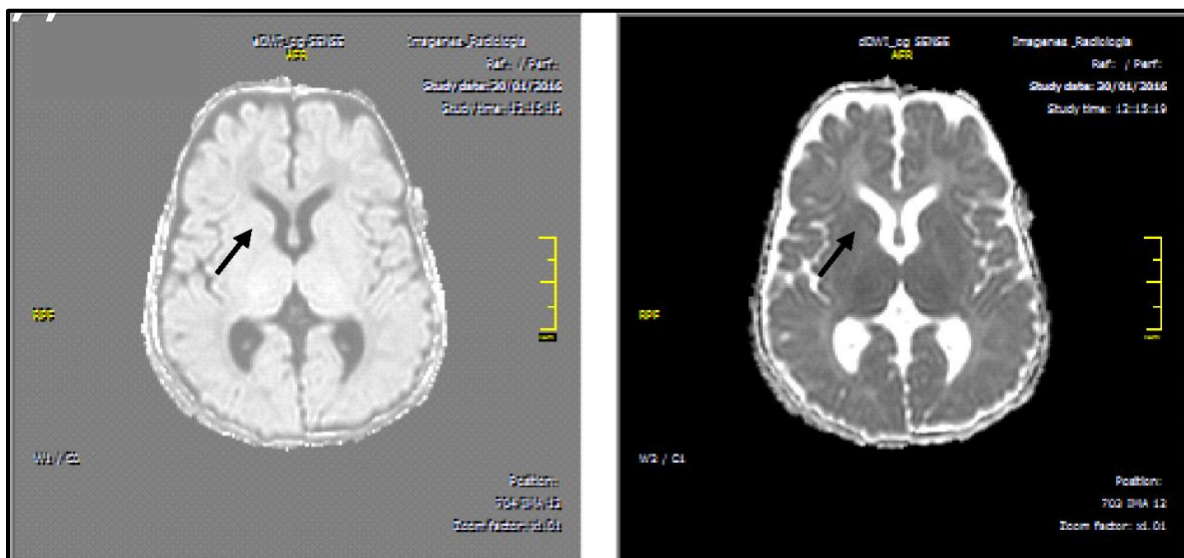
Resonancia Magnética Cerebral en secuencia T1 (A) y T2 (B). Las flechas indican el infarto lacunar antiguo gangliobasal derecho del paciente con SW.
